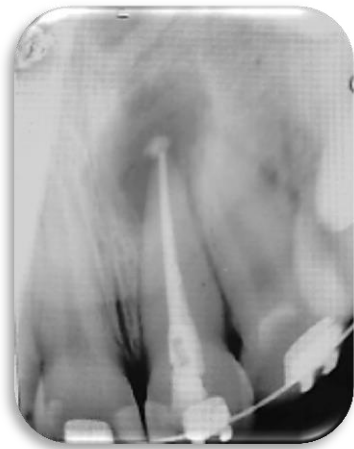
Radiografía postoperatoria tratamiento de endodoncia. Julio 2018.
